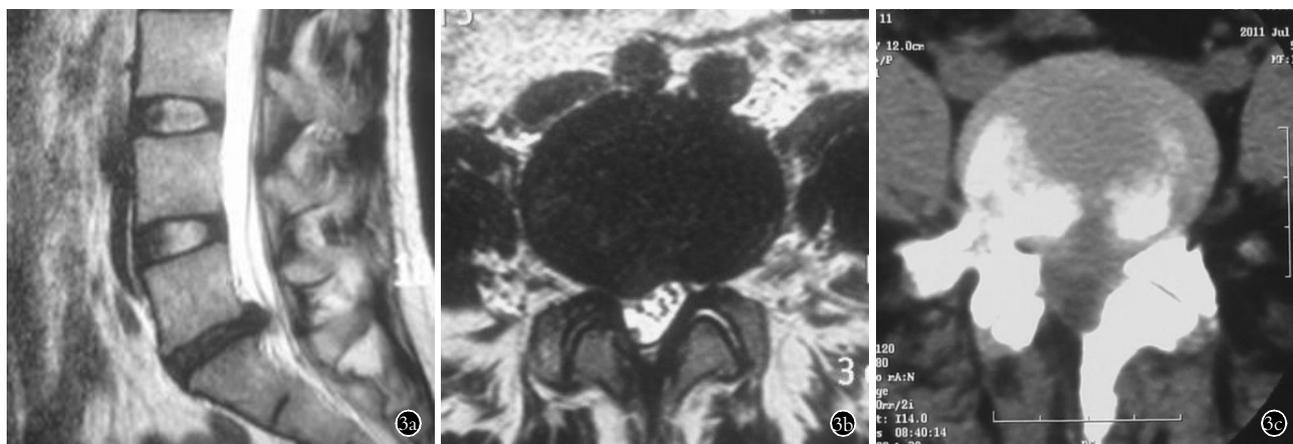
男性患者,51 岁,腰椎间盘突出症 3a. 术前 MRI 矢状位示 L₅S₁ 椎间盘突出 3b. 术前 MRI 水平位示单侧椎间盘突出 3c. 术后 1 年 CT 示右侧椎板缺如
